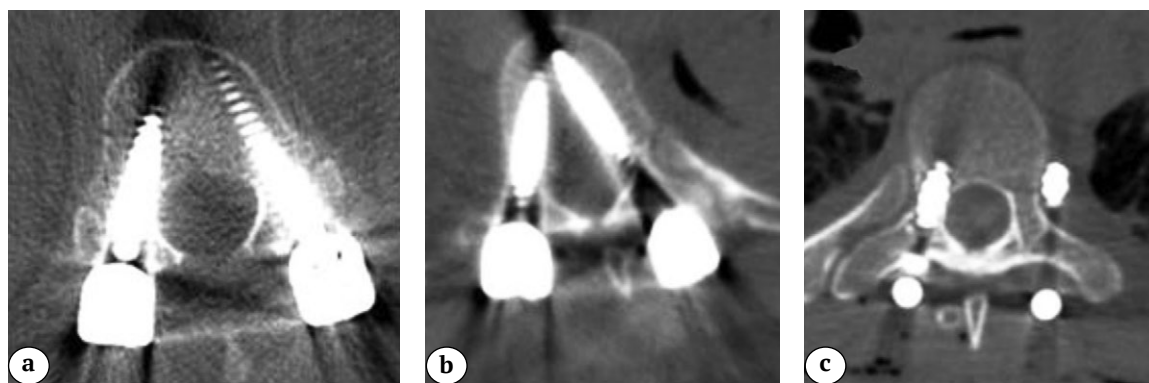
Postoperative CT scans assessing the accuracy of pedicle screw placement of:
